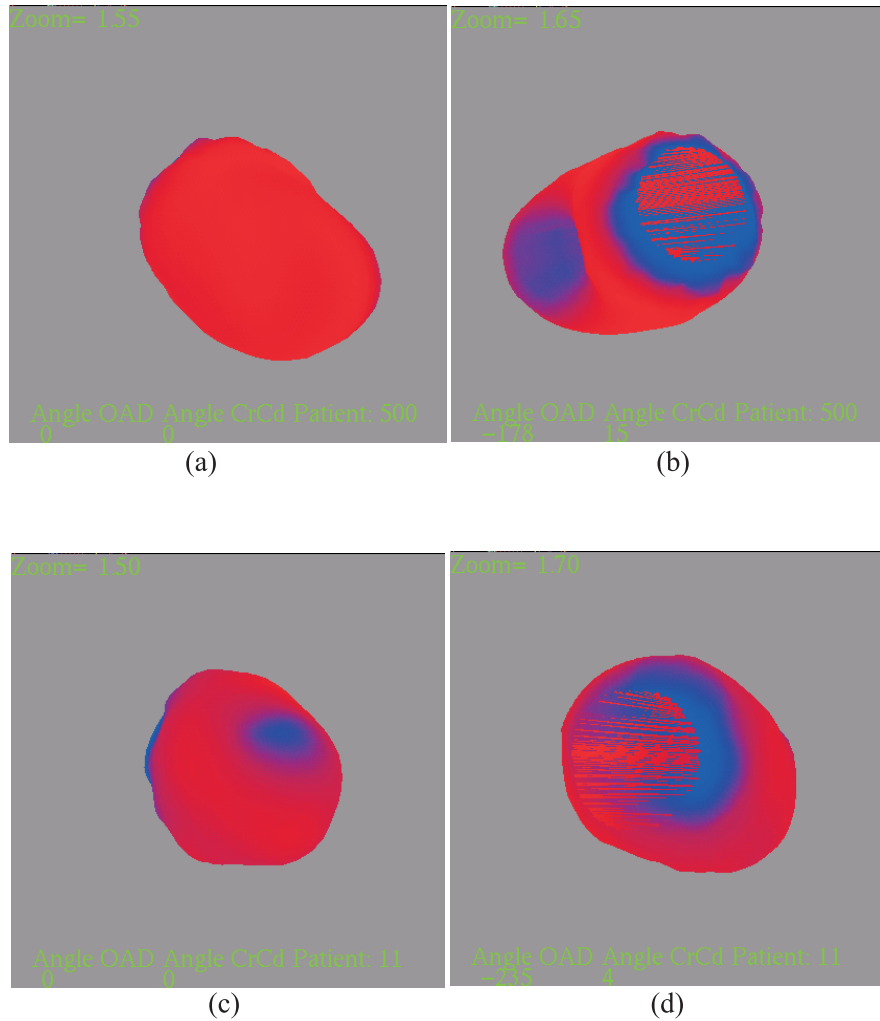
Images montrant la problématique de la base dans le volume de tomoscintigraphie reconstruit par MIRAGE. Le trou circulaire au niveau de la base est évident à voir, (a) et (b) pour un fantôme en PMMA réalisé pour tester la méthodologie pour le projet COROMATCH (voir chapitre 3, section 3.3), (c) et (d) pour un patient.
